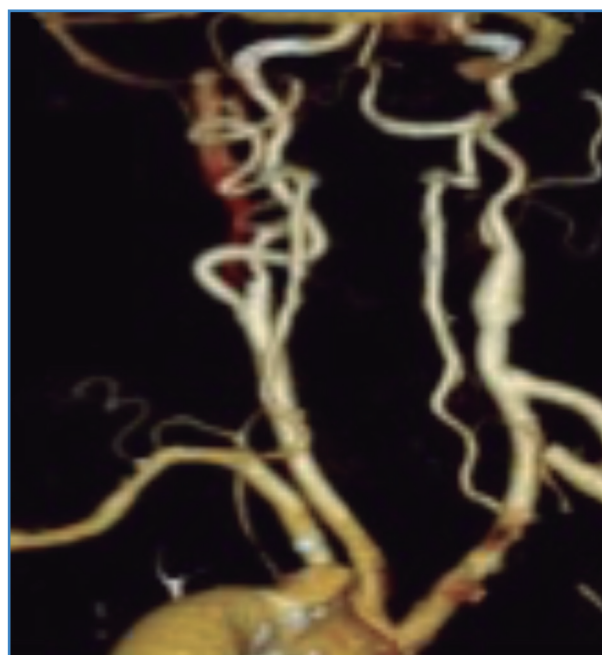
Visión posterior de CT de control a los 10 días: se observa la arteria subclavia derecha trombosada en su recorrido retroesofágico con bypass carotídeo subclavio y endarterectomía carotídea permeables sin defectos.
